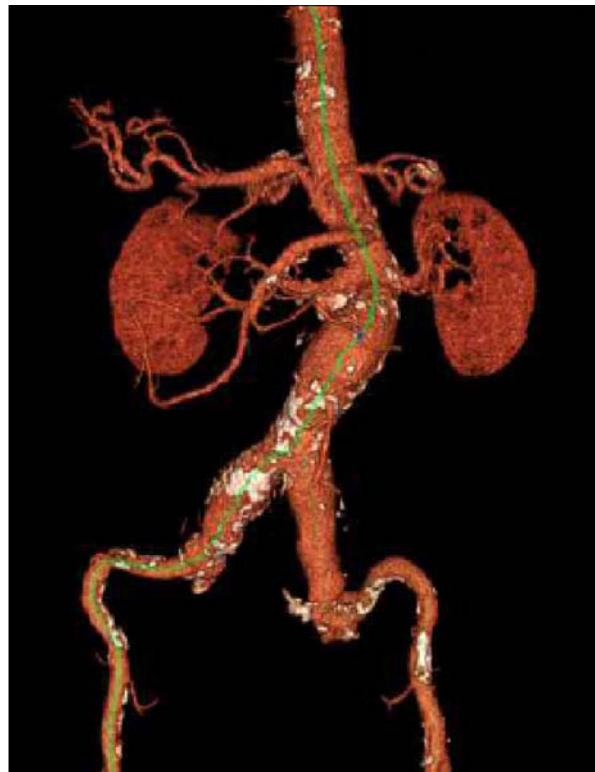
Angio-TC para estudio preoperatorio mediante endoprótesis en un caso de aneurisma de aorta abdominal (*software* de Vital Images Europe).
